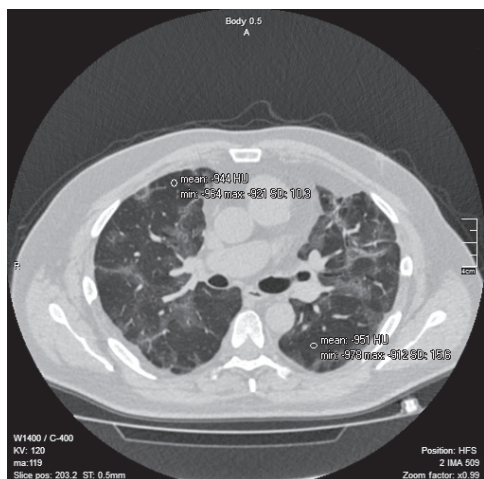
Аксіальний зріз КТ ОГК хворого М. через 2 місяці з прогресуванням синдрому зникаючої легені та зниженими денситометричними показниками тих самих ділянок легень
